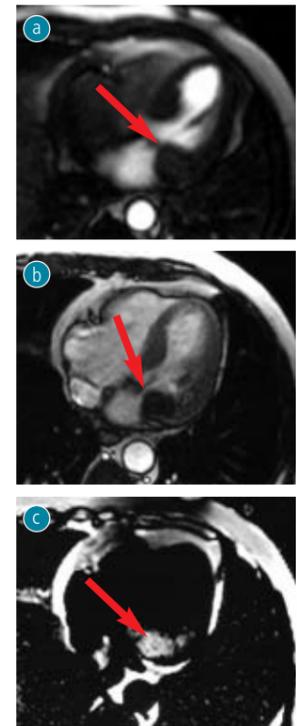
Ventrikel-Myxom in verschiedenen kernspintomographischen Sequenzen: a (sog. T₂-Wichtung) und b (sog. T₁-Wichtung) zeigen einen signalarmen dunkel imponierenden Tumor, der nach Kontrastmittelgabe (c) deutlich aufleuchtet (Pooling in Spätphase).
